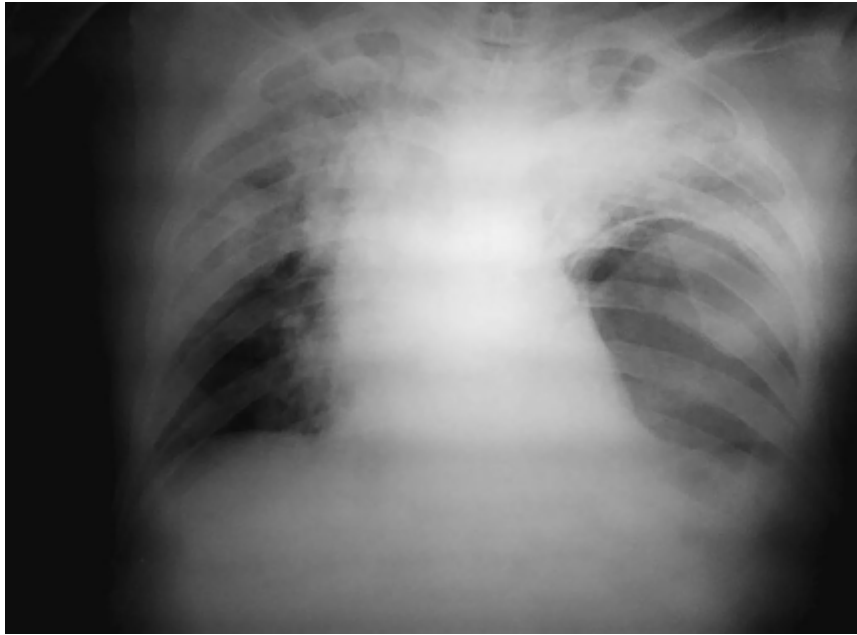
Radiografia torácica obtida após a passagem de dreno torácico em paciente com trauma torácico grave. É possível visualizar a presença de bolha gástrica no tórax.
